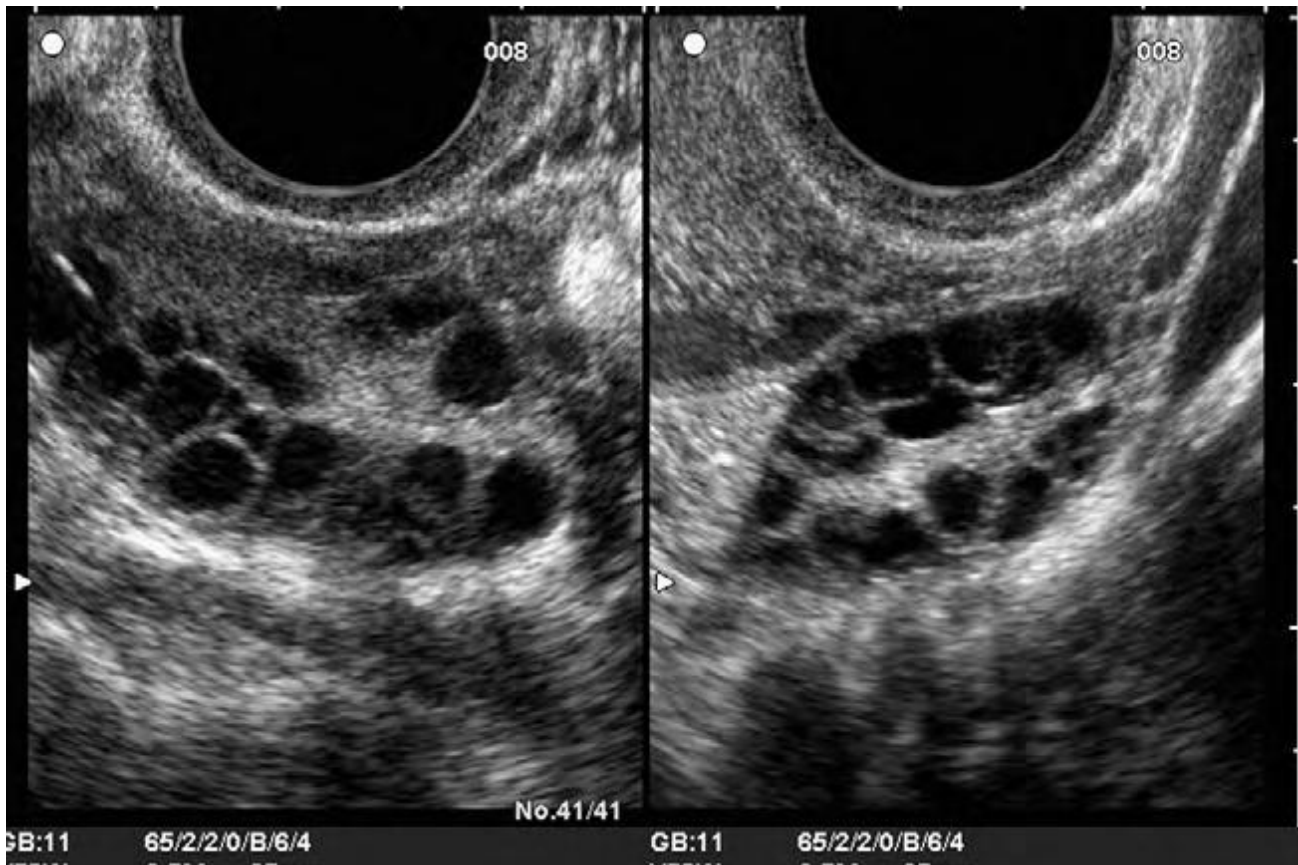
Images échographiques par voie endovaginale des deux ovaires montrant des ovaires polykystiques avec plus de 12 follicules par ovaire
